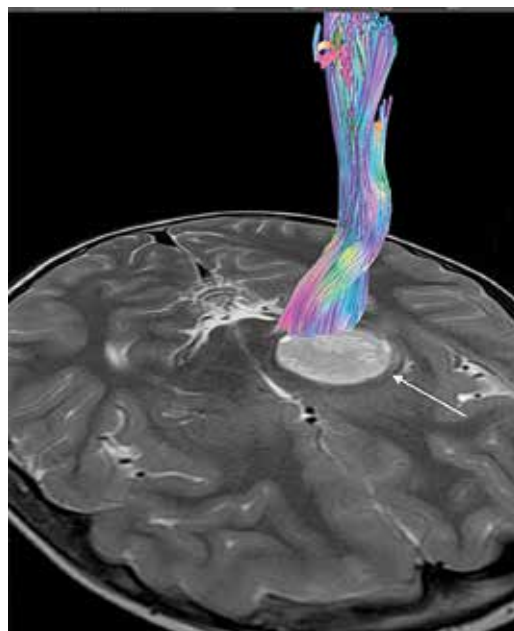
Предоперационная магнитно-резонансная томография в режиме T2 (аксиальный срез): опухоль базальных ядер (задняя ножка внутренней капсулы, бледный шар), таламуса левого полушария и латеральных отделов левой ножки мозга (указана стрелкой) прилежит к левому кортикоспинальному тракту
